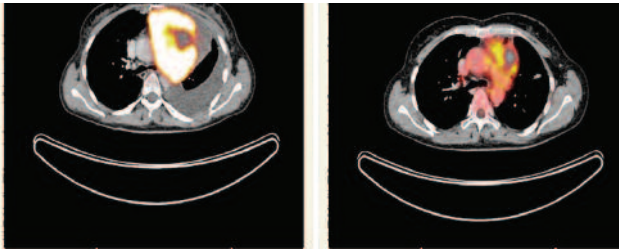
ПЕТ/КТ, аксіальний зріз. Дифузна В-клітинна лімфома. До і після 2 курсів поліхіміотерапії (інтервал – 42 дні). Ефект лікування
